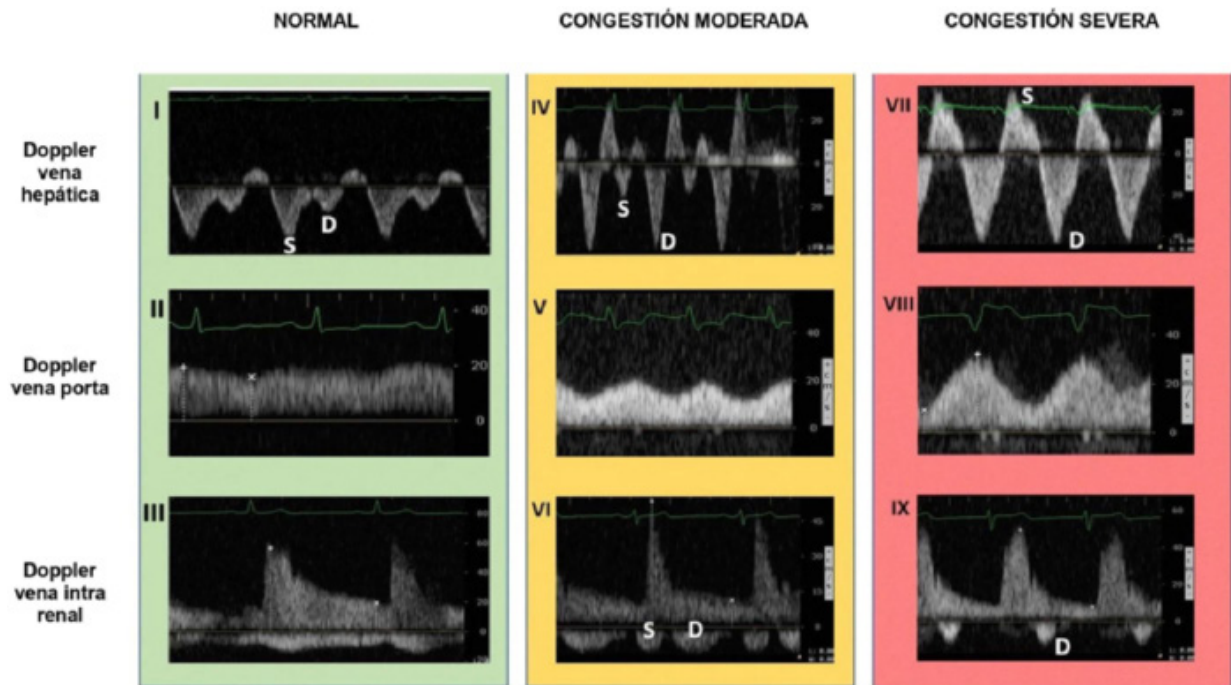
Valoración Doppler pulsado de vena suprahepática, vena porta y vena renal. Normal: I) Flujo normal de vena suprahepática: onda A (onda positiva), ondas S y D (ondas negativas). Nótese que onda S es mayor que onda D. II) Flujo monofásico continuo de Doppler pulsado vena porta. III) Flujo normal de vena renal: ondas positivas: Onda S y D de arteria renal y onda negativa monofásica continua de vena renal. Congestión moderada: IV) Aumento de onda D en Doppler de vena suprahepática. V) Variabilidad respiratoria del flujo en vena porta. VI) Se aprecia flujo bifásico en vena renal: ondas negativas: onda S (sistólica) y onda D (diastólica). Congestión severa: VII) Inversión del flujo sistólico en doppler de vena suprahepática. VIII) Aumento de la variabilidad entre velocidad máxima y mínima del doppler de vena porta (>50 %). IX Flujo monofásico diastólico en vena renal (onda negativa).
